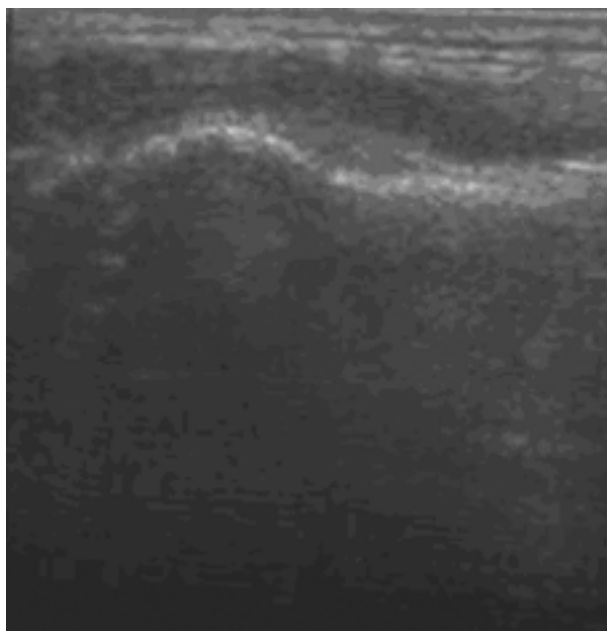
Obraz ultrasonograficzny nasady dalszej kości promieniowej bez zmian pourazowych
